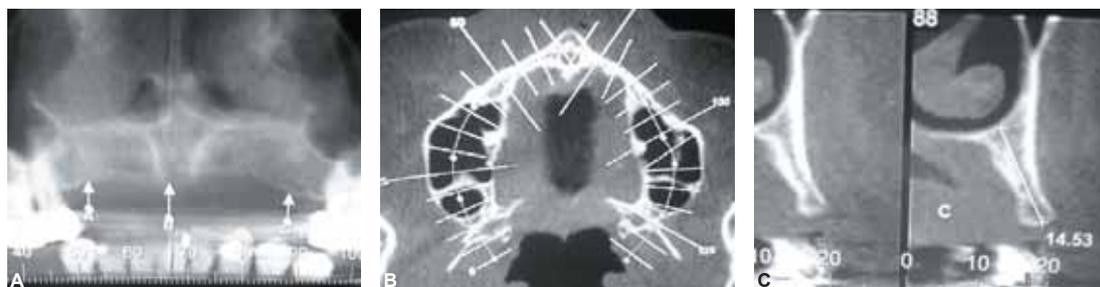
(A-C) - A) Tomografia inicial, B) tomografia inicial evidenciando reabsorção vestibular e lingual da maxila, C) tomografia inicial evidenciando 14,53 mm de altura do rebordo ósseo.
